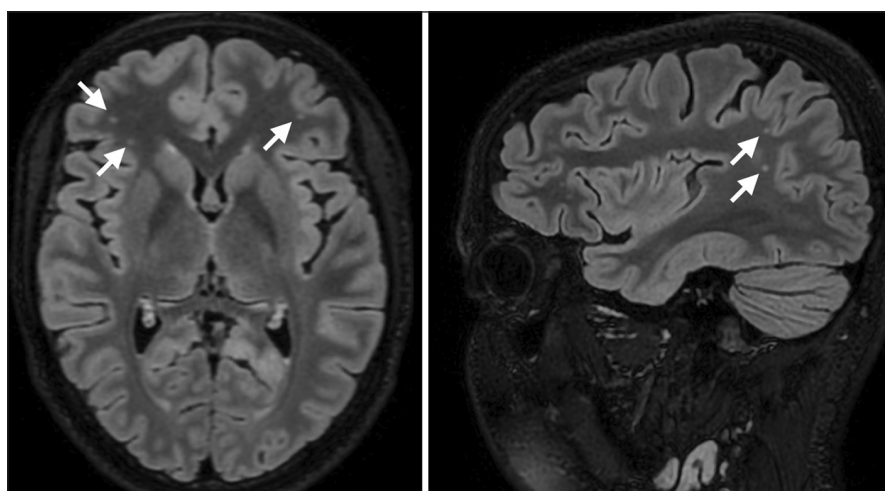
Результаты МРТ головного мозга обследуемой пациентки в режиме FLAIR. Стрелками указаны очаги гиперинтенсивного сигнала в белом веществе лобных и теменной долей
